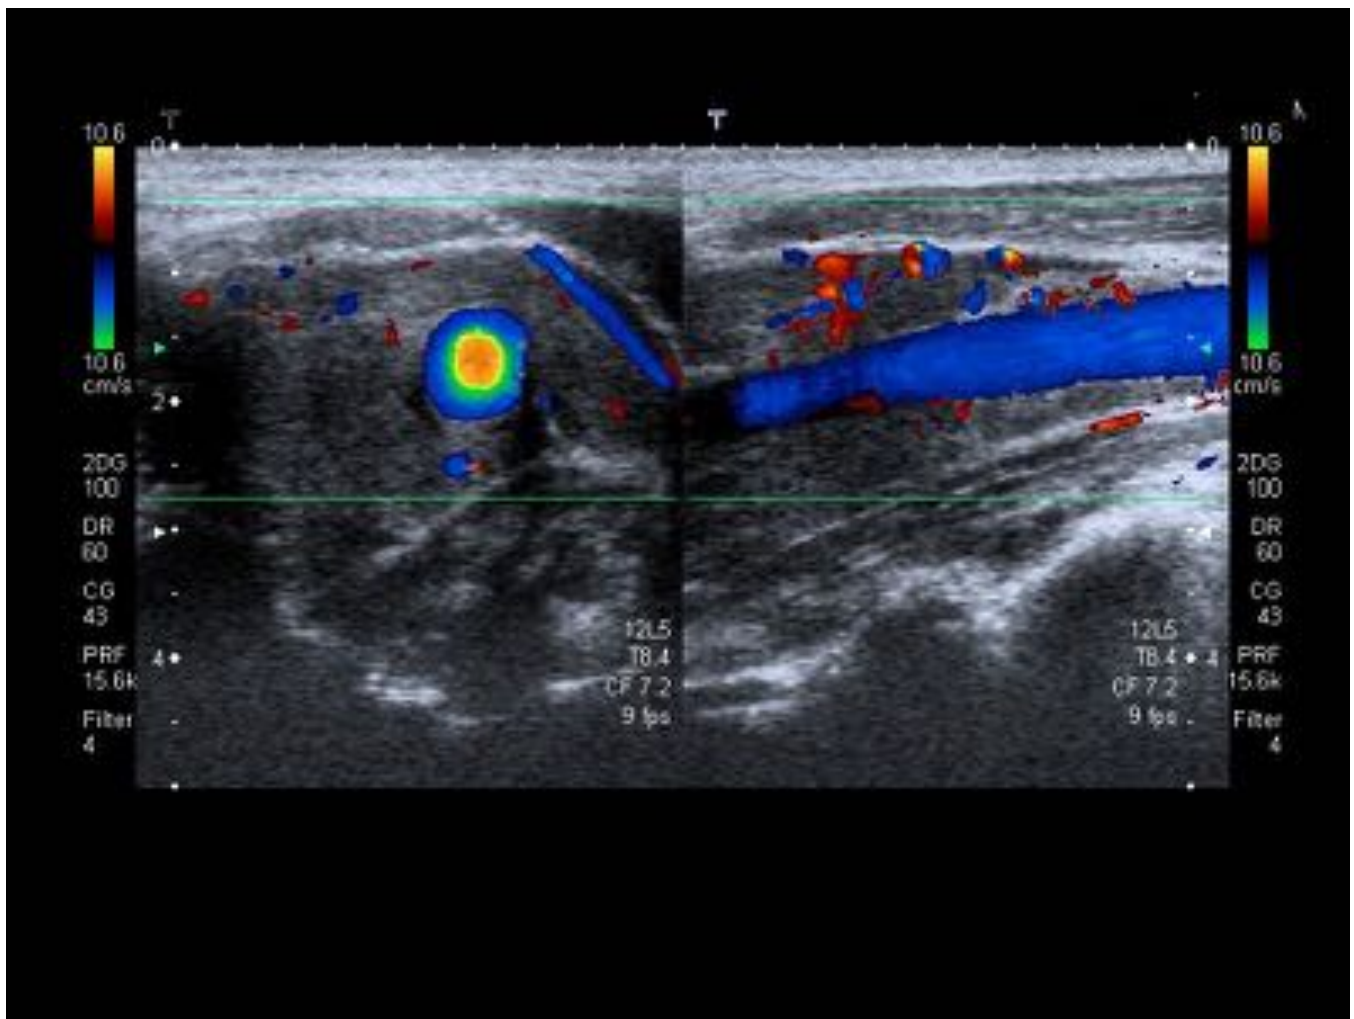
Ecografía Doppler power: muestra una alta vascularización de la lesión.
